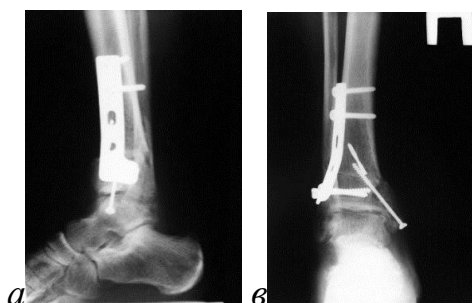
Та же пациентка. Рентгенограммы через год после остеотомии.
